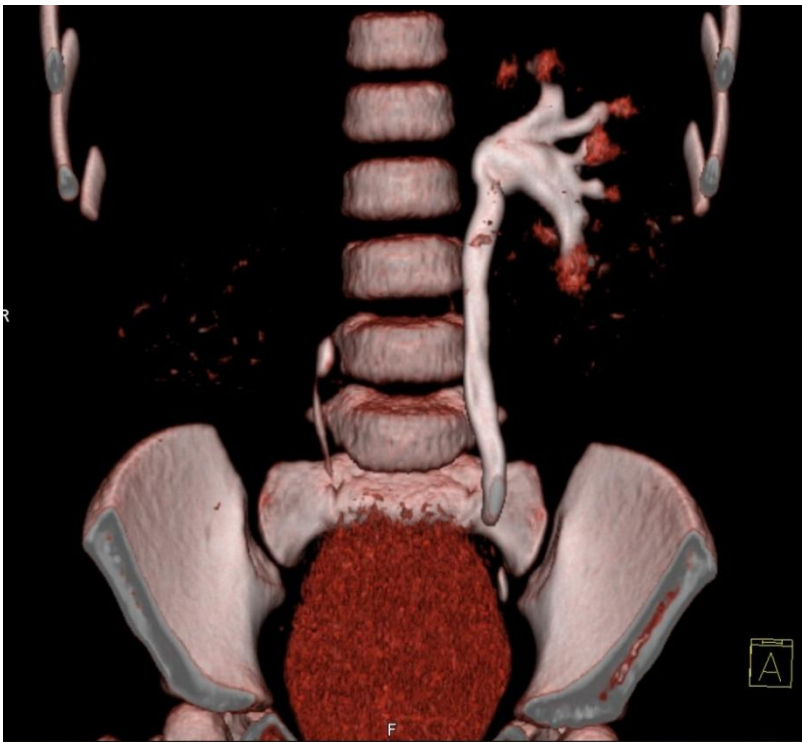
CT - ageneze pravé ledviny
